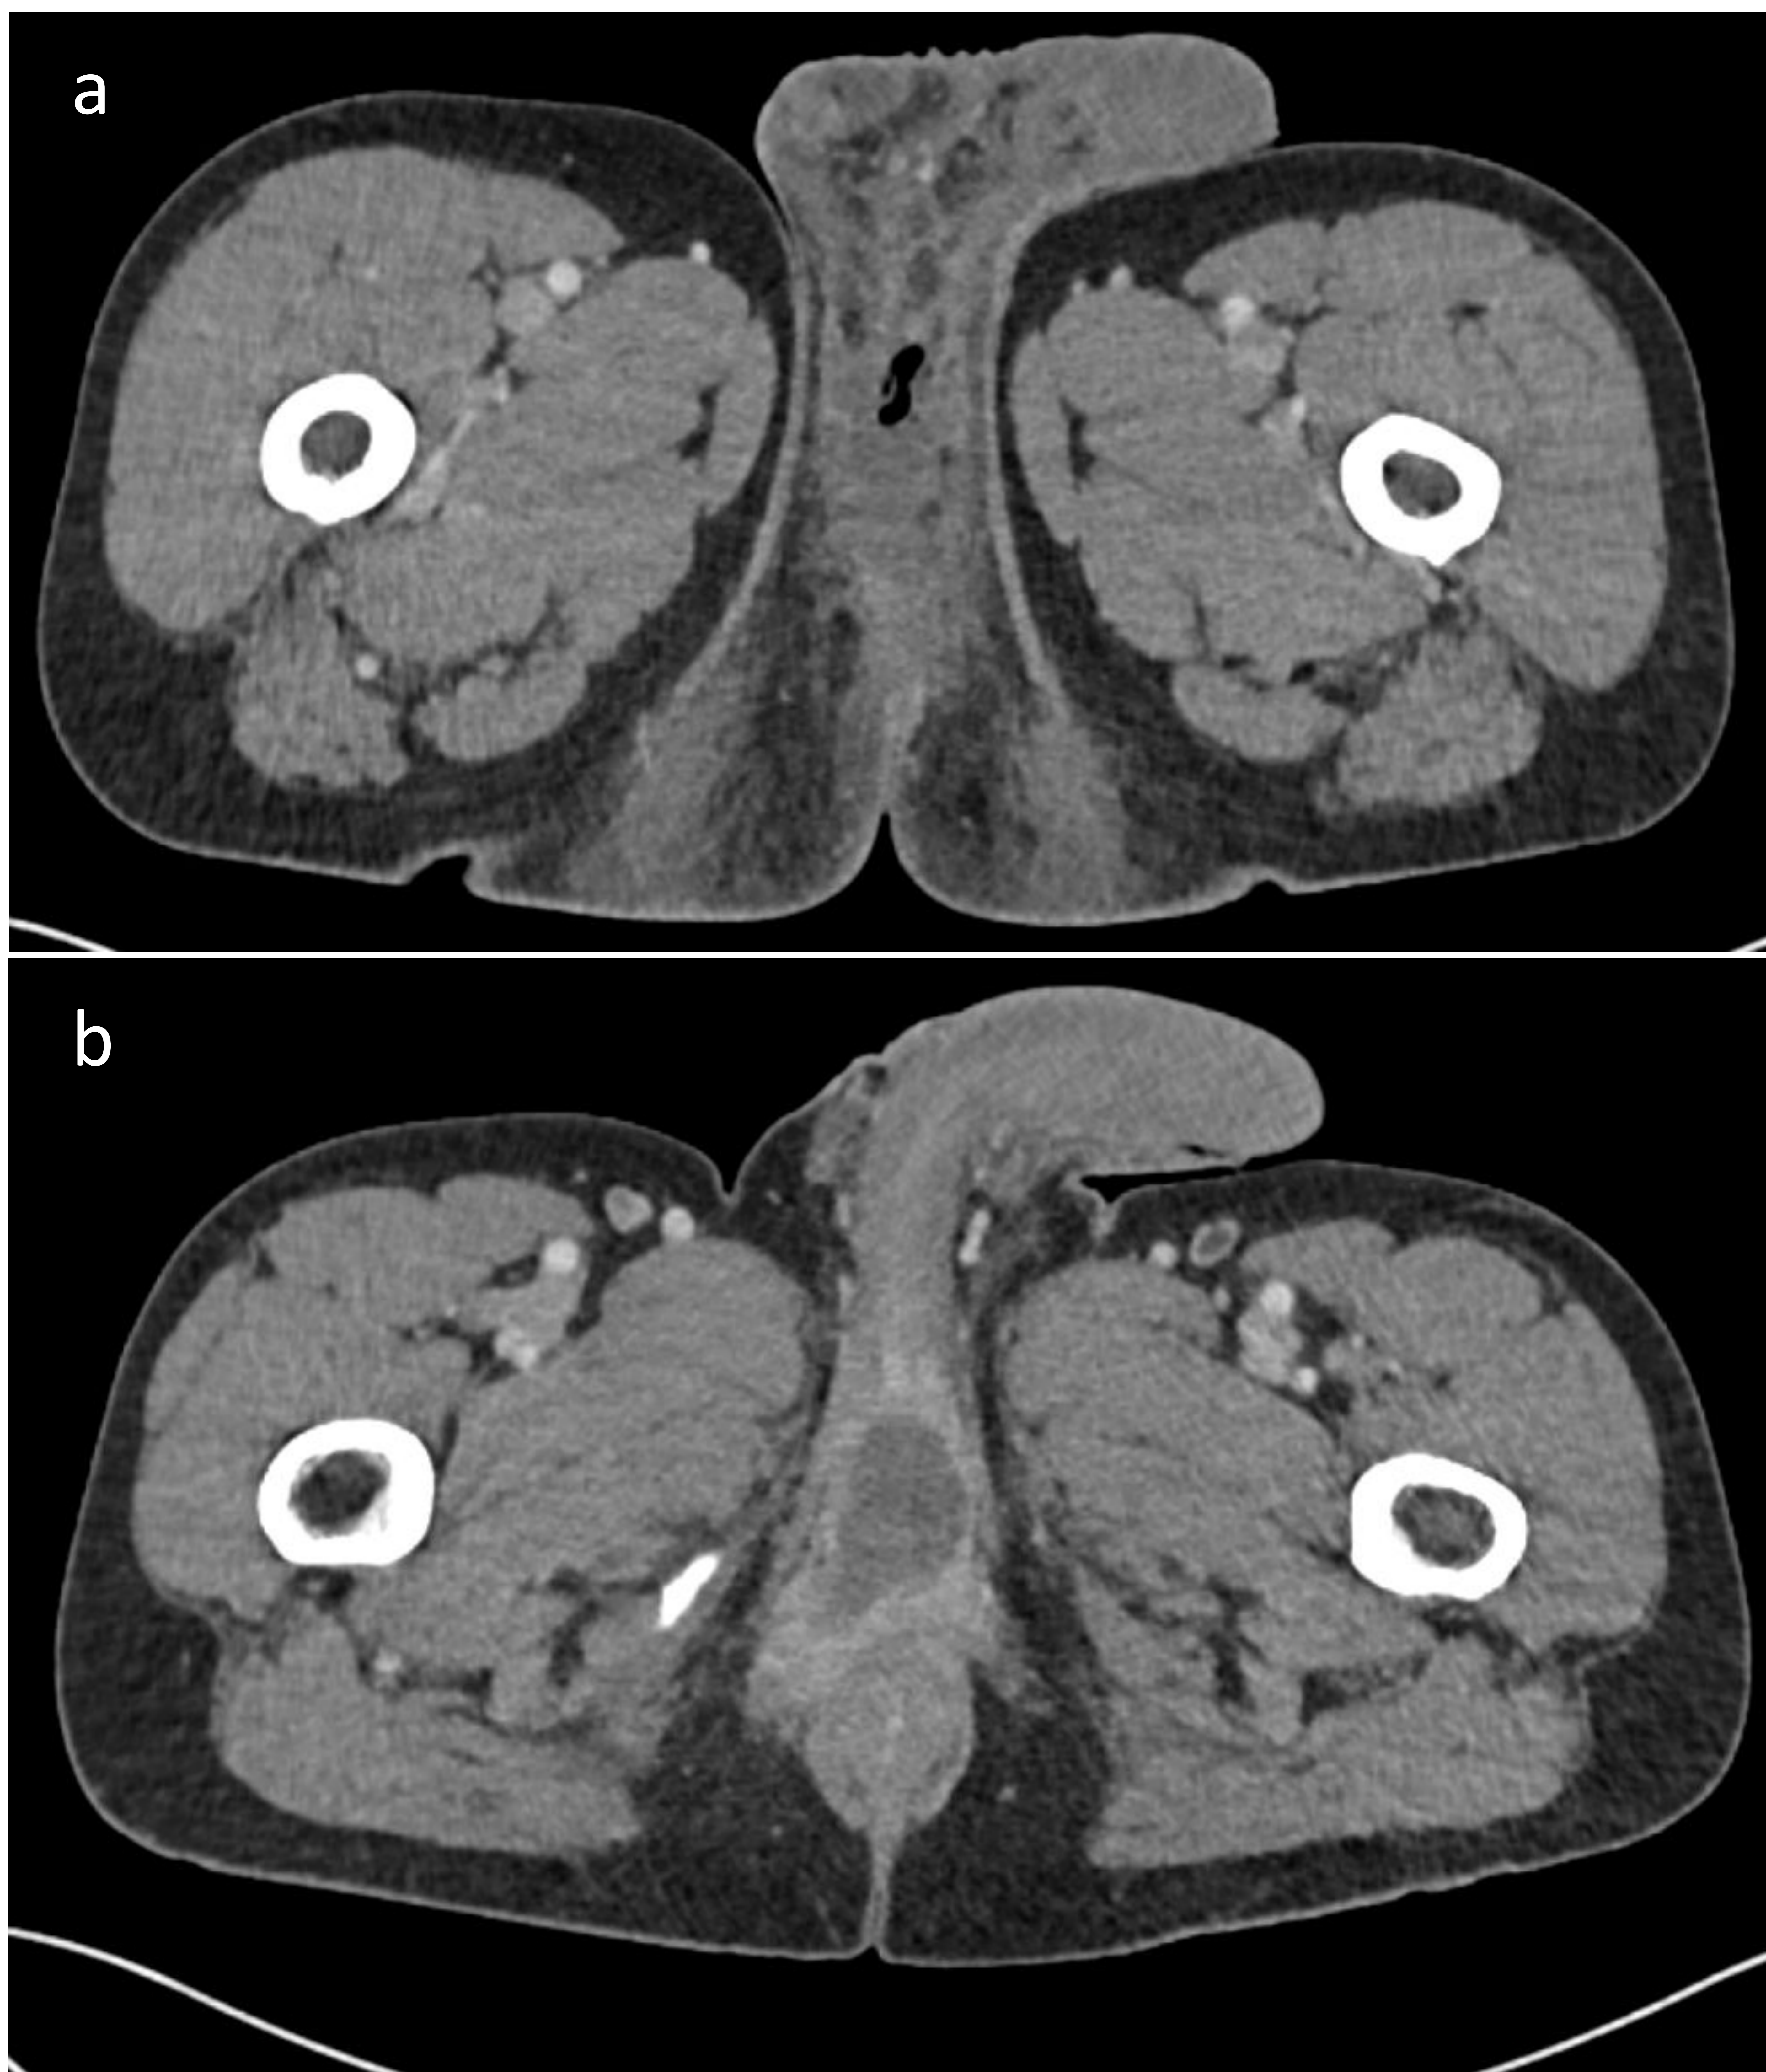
(a,b). TC abdominal con contraste de un hombre de 53 años con una infección enfisematosa en periné (a) asociado a un absceso perineal (b).
